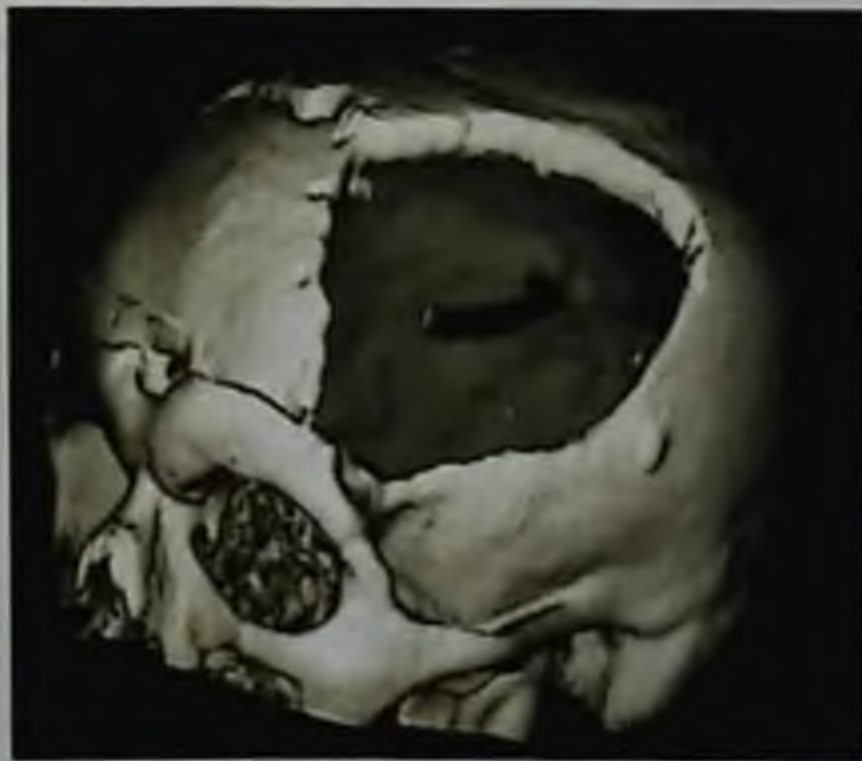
Дефект черепа у больного с черепно-мозговой травмой. Трехмерная компьютерно-томографическая реконструкция
